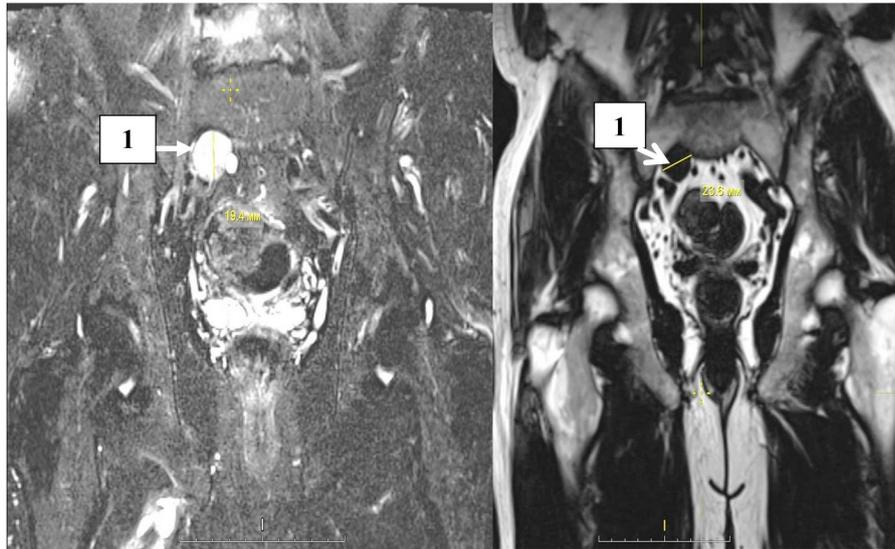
МРТ органов брюшной полости и полости малого таза
